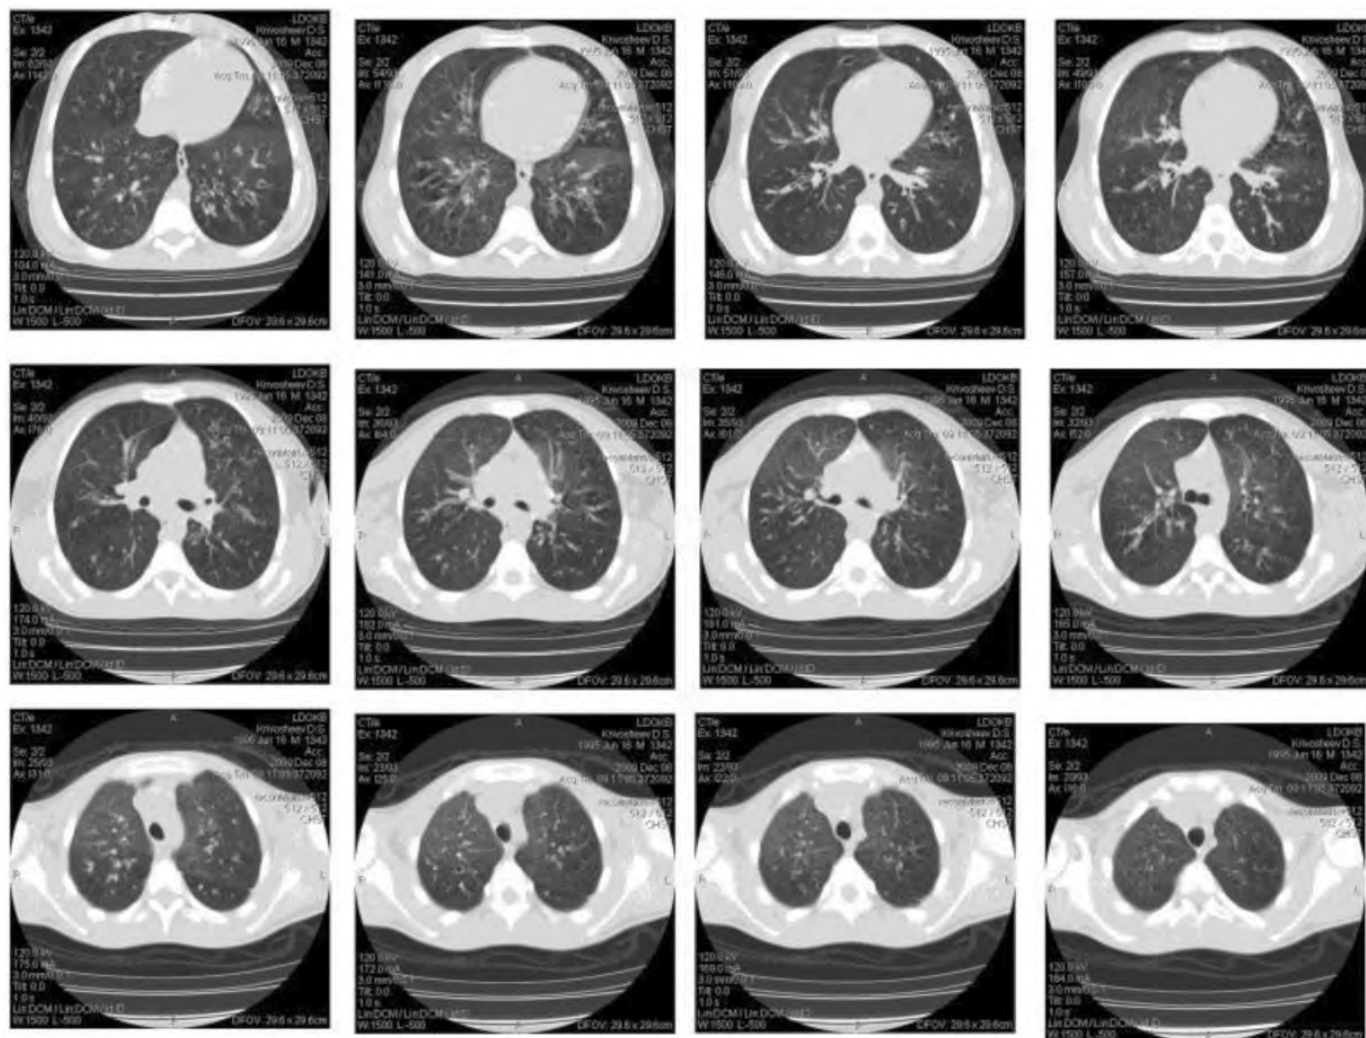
КТ органов грудной клетки при муковисцидозе.
